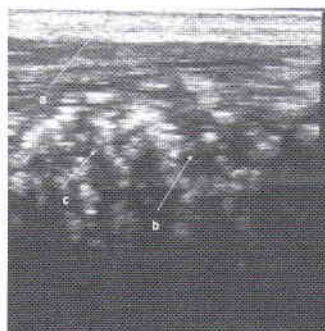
Ultrasonograficzny obraz przekroju poprzecznego jąder buhaja z przyłożenia głowicy do powierzchni bocznej jądra zdrowego: a – jądro zdrowe, b – jądro objęte ostrym zapaleniem w wyniku urazu, widoczna zatarta granica obrysu jądra i liczne nieechogeniczne przestrzenie z wysiękiem zapalnym
